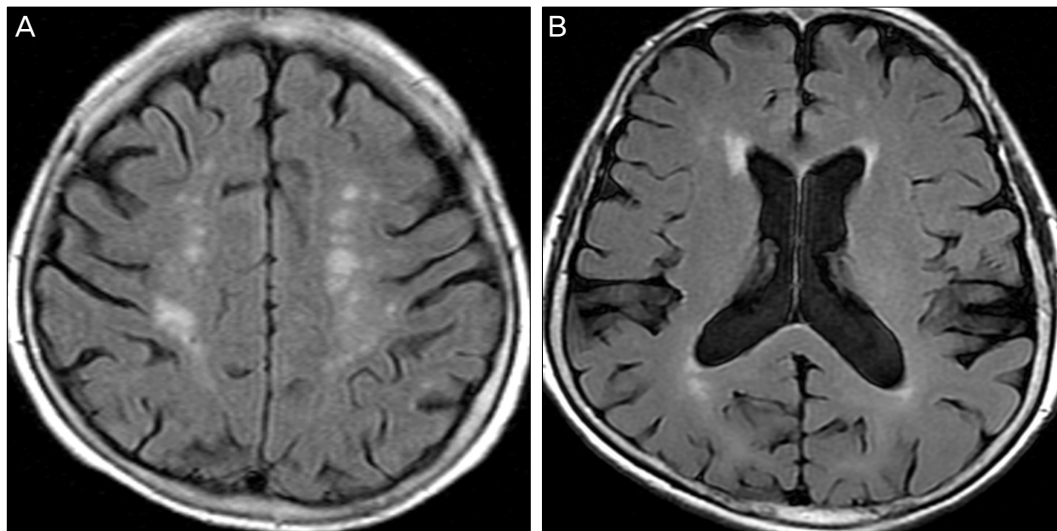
Abnormal findings of brain MRI. (A) Chronic ischemic change deep white matter, basal ganglia. (B) Brain atrophy. widening of the sulci, thinning of the corpus callosum, enlargement of the lateral ventricles.
